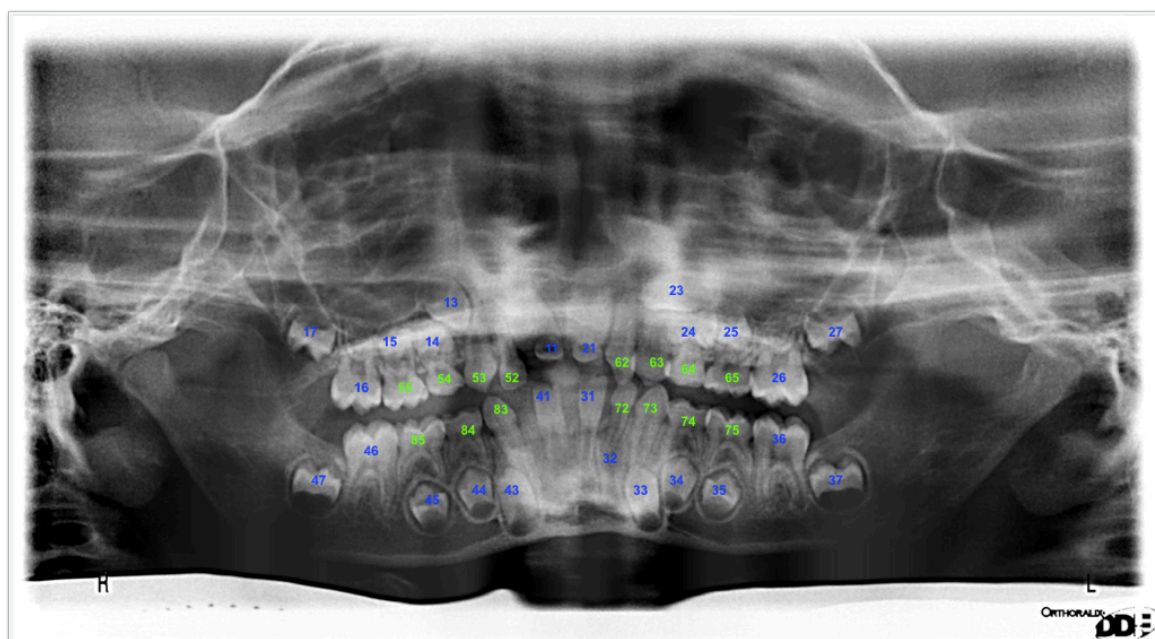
Ortopantomografía Caso 2. Octubre 2014.
